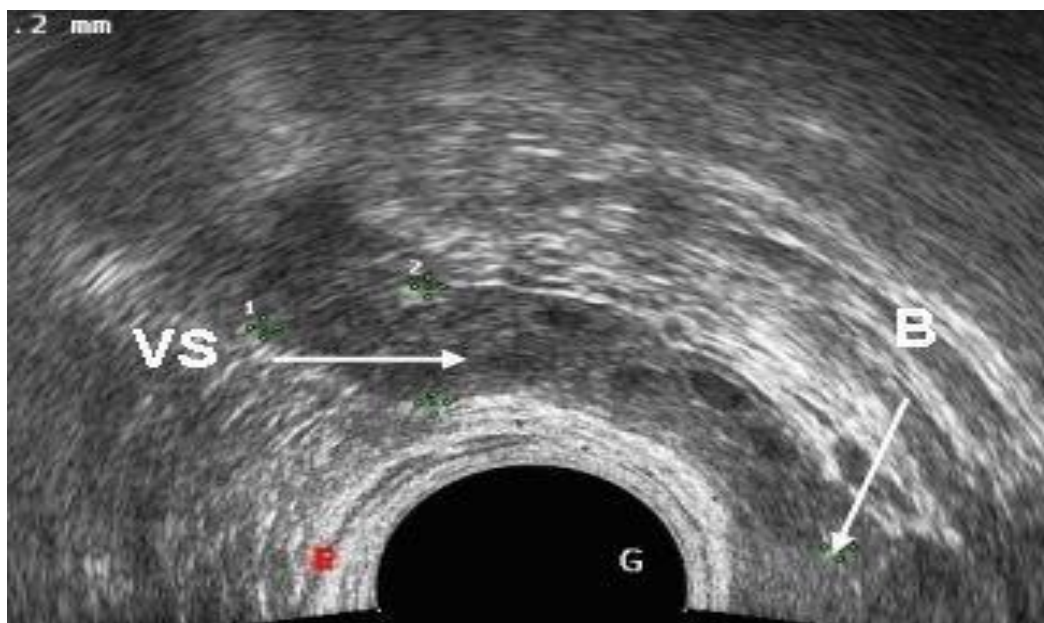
Coupes échographiques axiales transverses étagées de haut en bas. [77]
